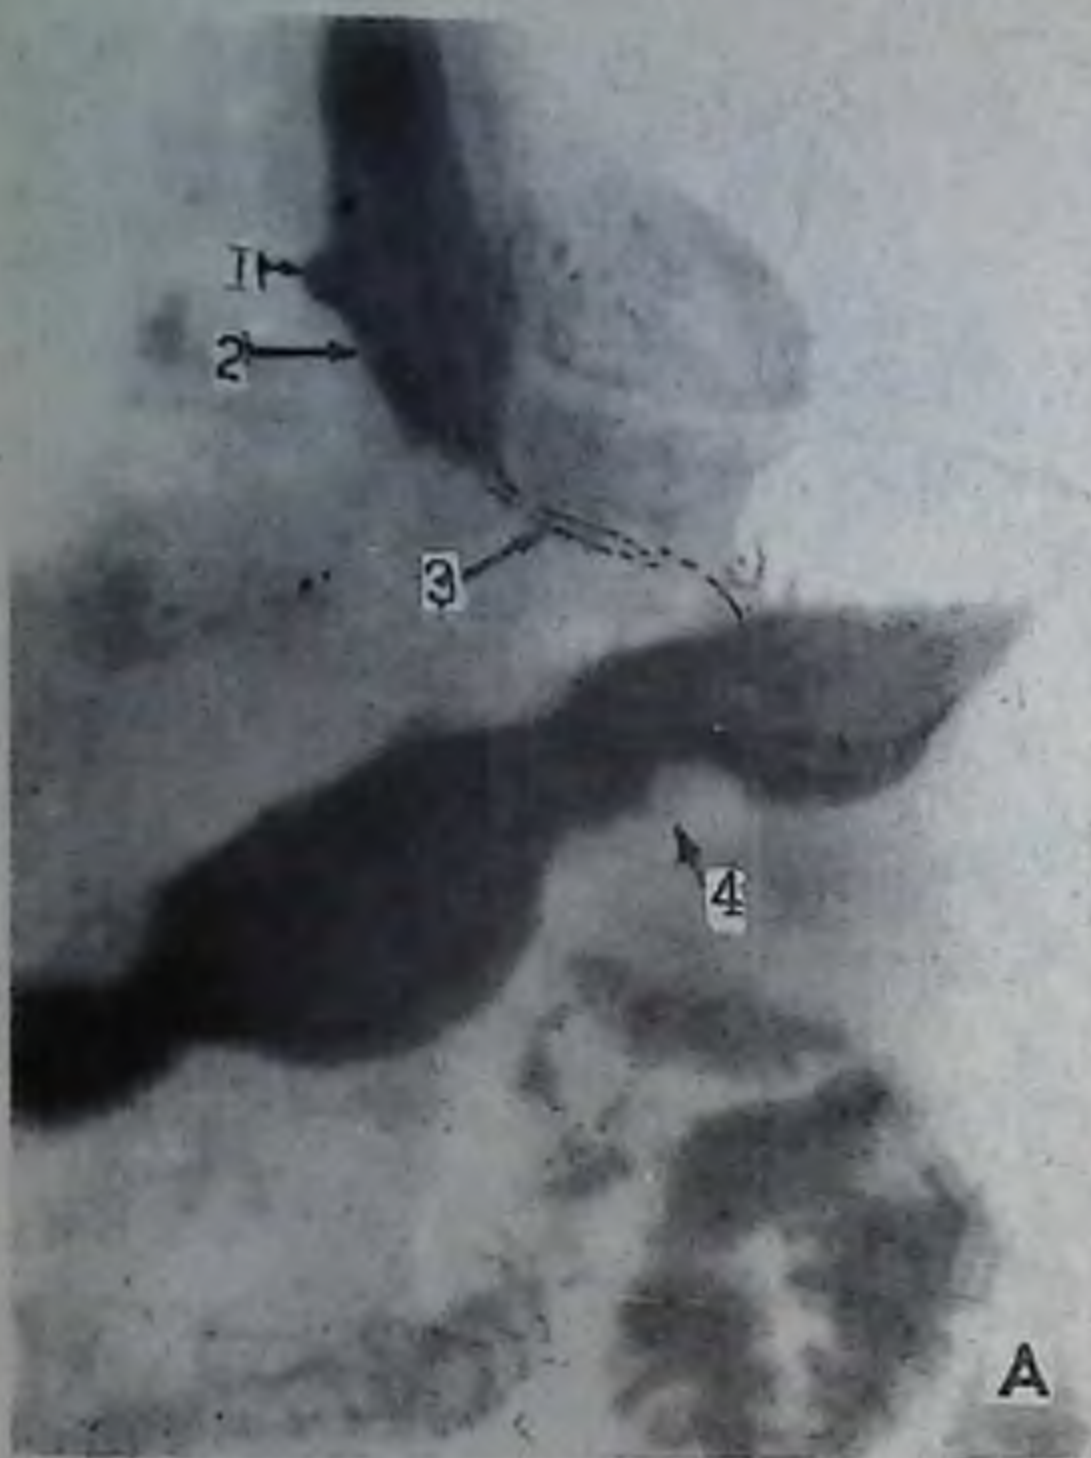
А — рентгенограмма нижней трети пищевода и желудка. Синдром выступа на контуре (1), воронкообразного (2) и циркулярного сужения брюшного сегмента (3) и бугристого дефекта наполнения тела желудка (4).
